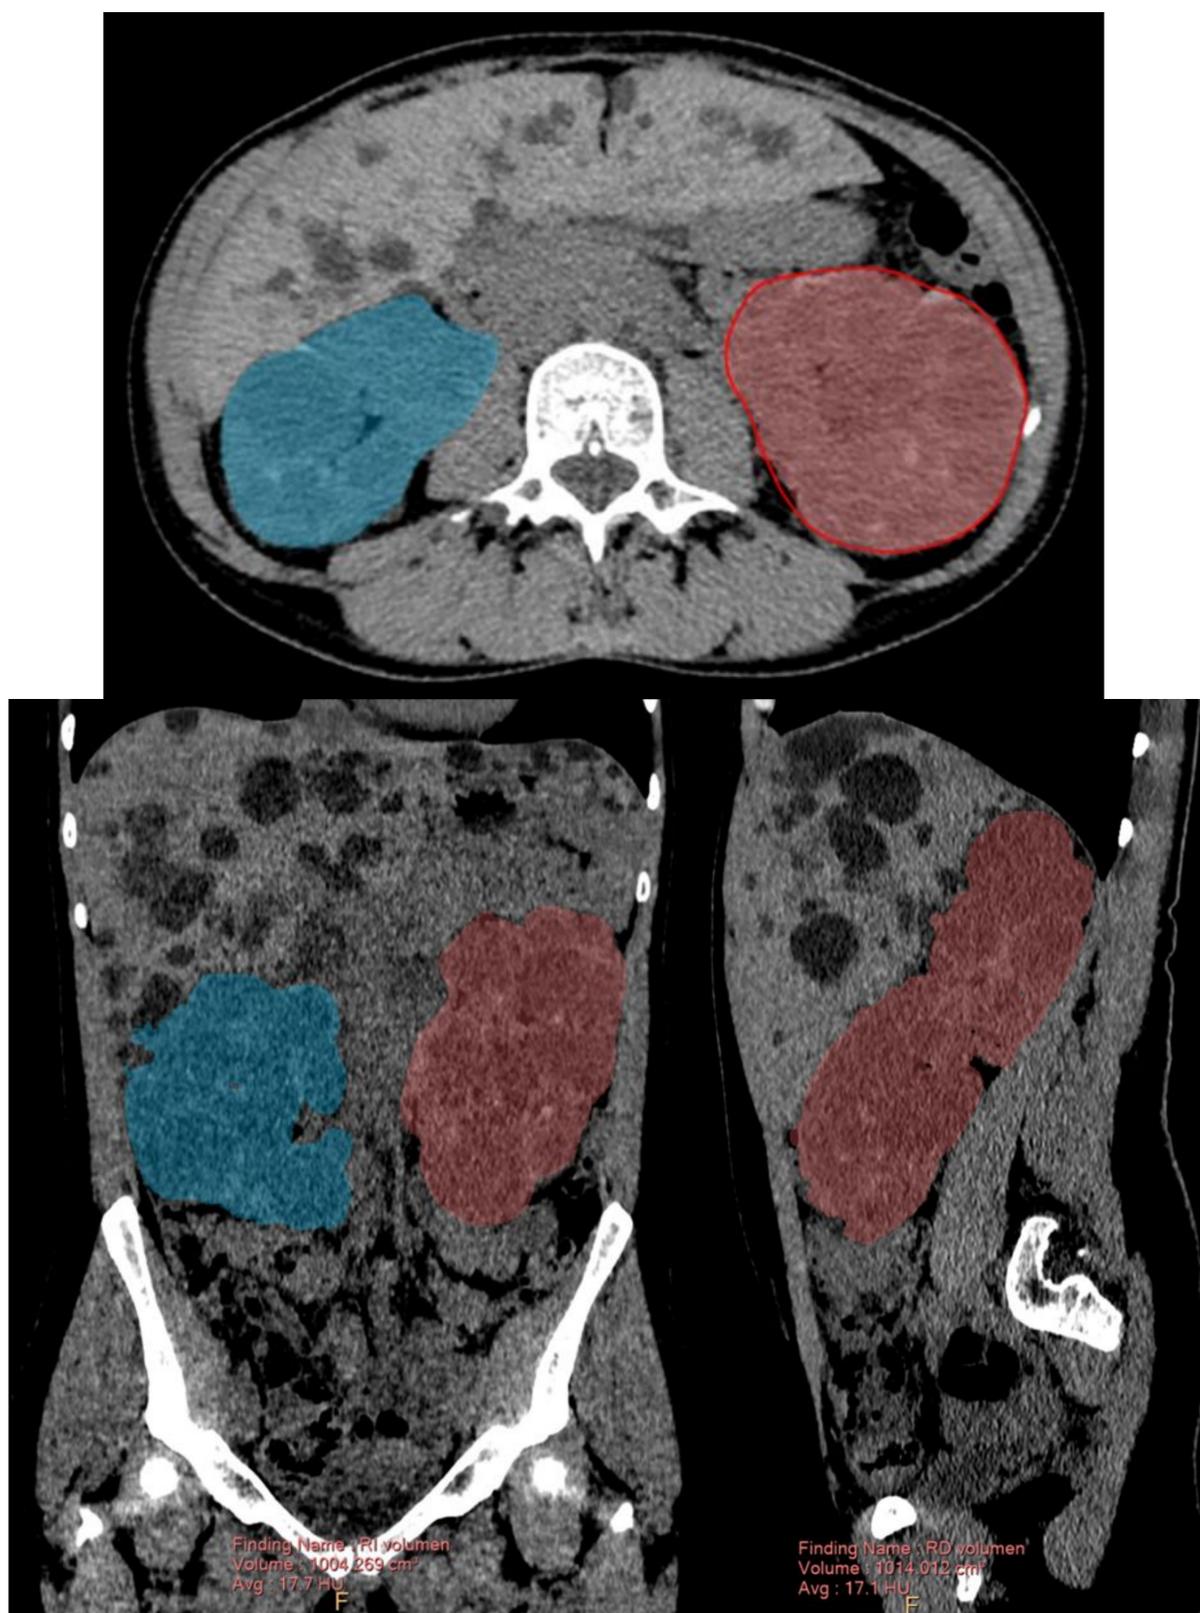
TC simple en corte axial (paciente nº 1) y coronal y sagital (paciente nº 2) con segmentación renal para cálculo de volumetría 3D
